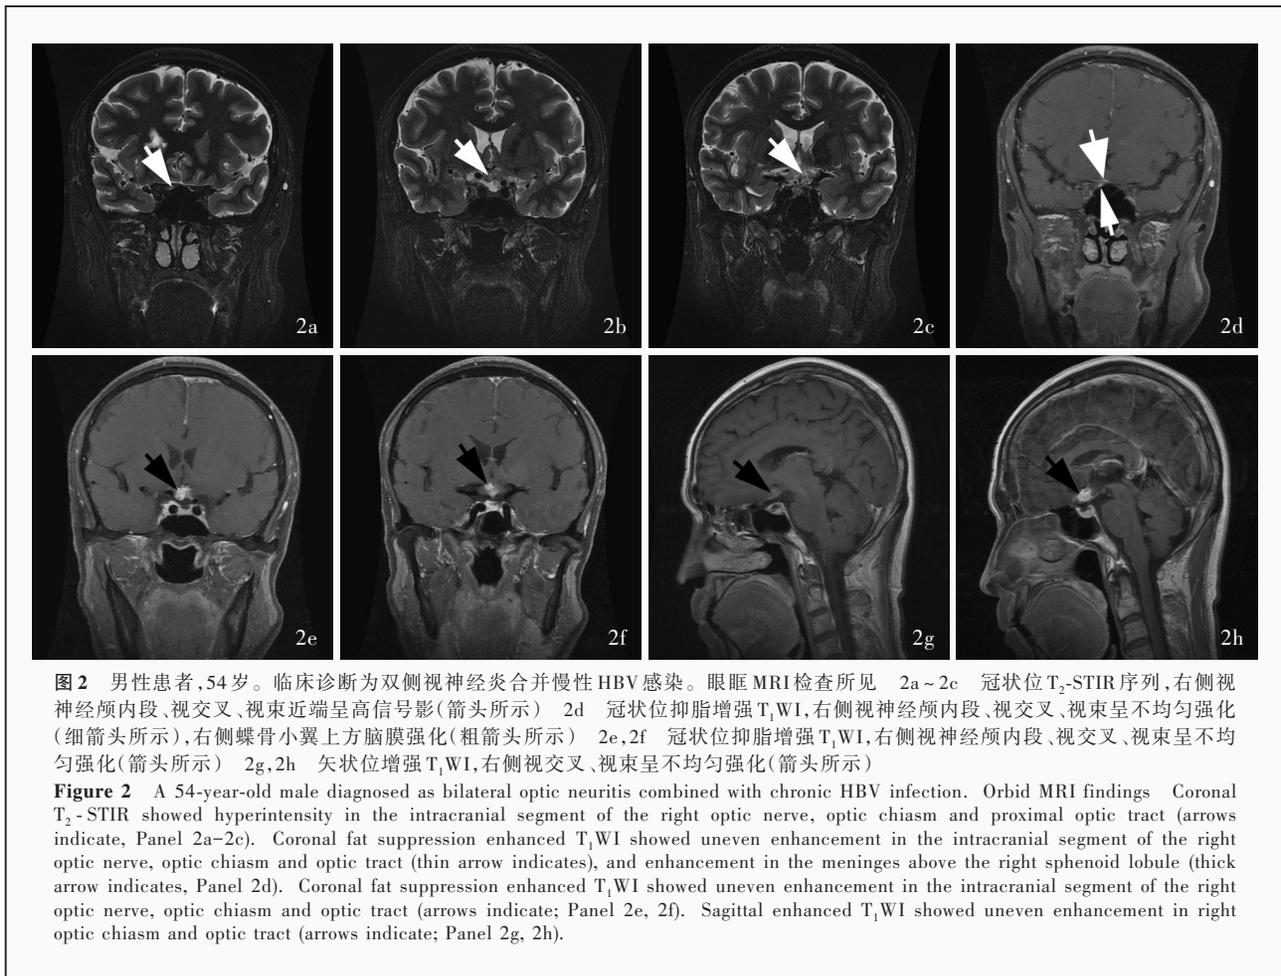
男性患者,54岁。临床诊断为双侧视神经炎合并慢性HBV感染。眼眶MRI检查所见 2a~2c 冠状位T<sub>2</sub>-STIR序列,右侧视神经颅内段、视交叉、视束近端呈高信号影(箭头所示) 2d 冠状位抑脂增强T<sub>1</sub>WI,右侧视神经颅内段、视交叉、视束呈不均匀强化(细箭头所示),右侧蝶骨小翼上方脑膜强化(粗箭头所示) 2e,2f 冠状位抑脂增强T<sub>1</sub>WI,右侧视神经颅内段、视交叉、视束呈不均匀强化(箭头所示) 2g,2h 矢状位增强T<sub>1</sub>WI,右侧视交叉、视束呈不均匀强化(箭头所示)
